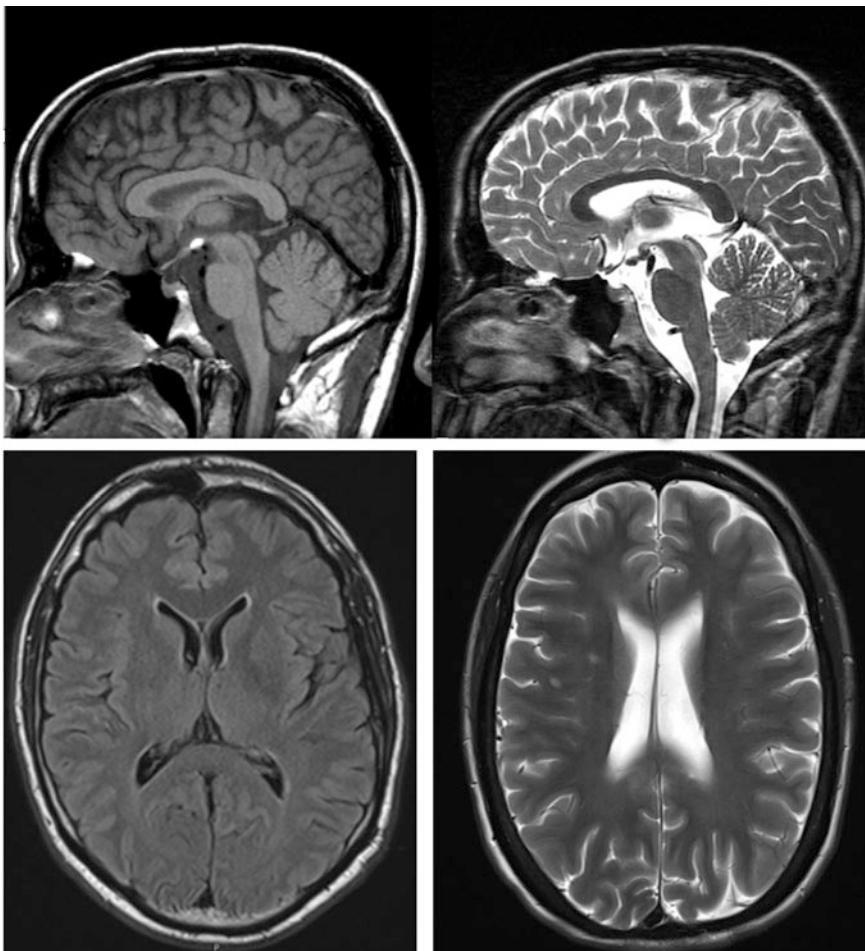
a-d T1- (links) und T2- (rechts) gewichtete MRT-Bilder in sagittaler (oben) und axialer (unten) Schnittebene
